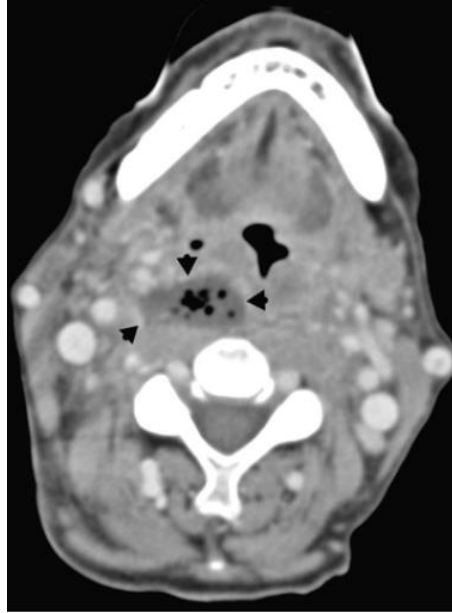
Retropharyngeal abscess. Enhanced computed tomography image of the neck demonstrates fluid collection in the right retropharyngeal space (arrowheads).
